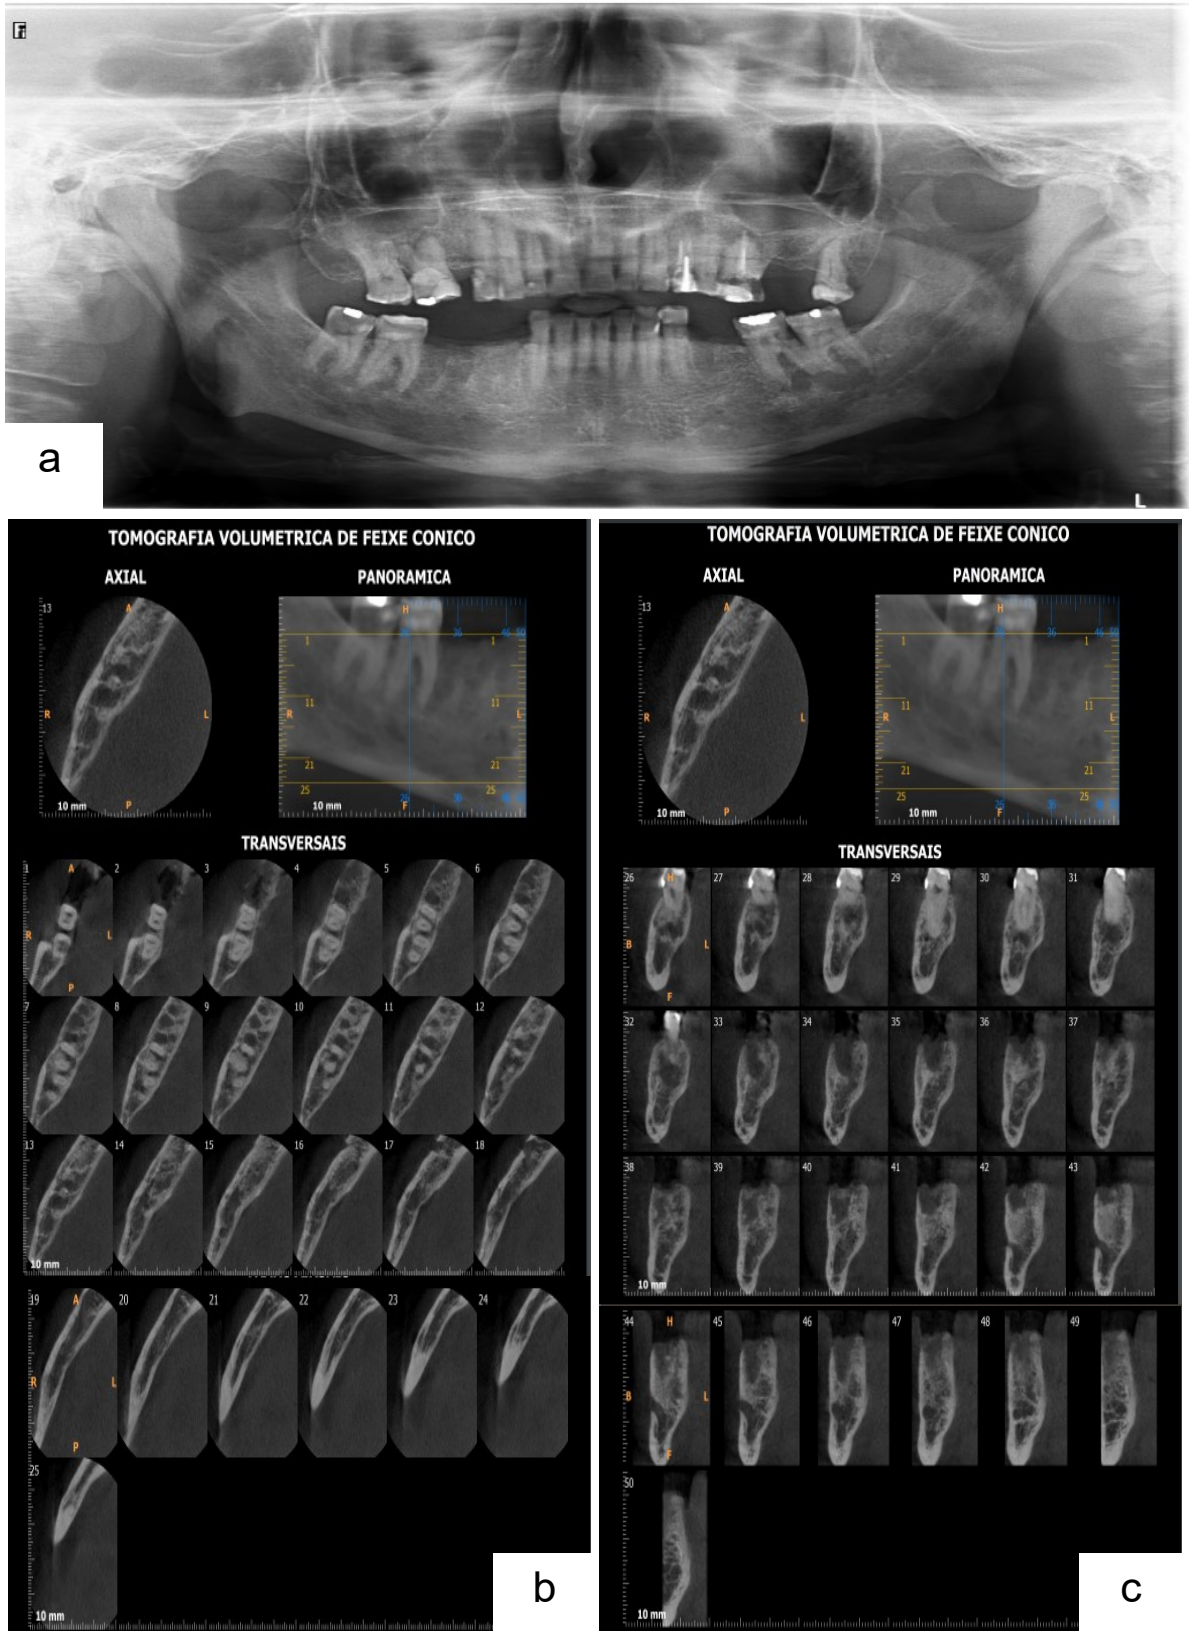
Exames de imagem. (a) Radiografia panorâmica solicitada para extração dos dentes 35 e 46. (b e c) Tomografia Computadorizada de Feixe Cônico realizada uma semana após última sessão de PDT em região do dente 46.
